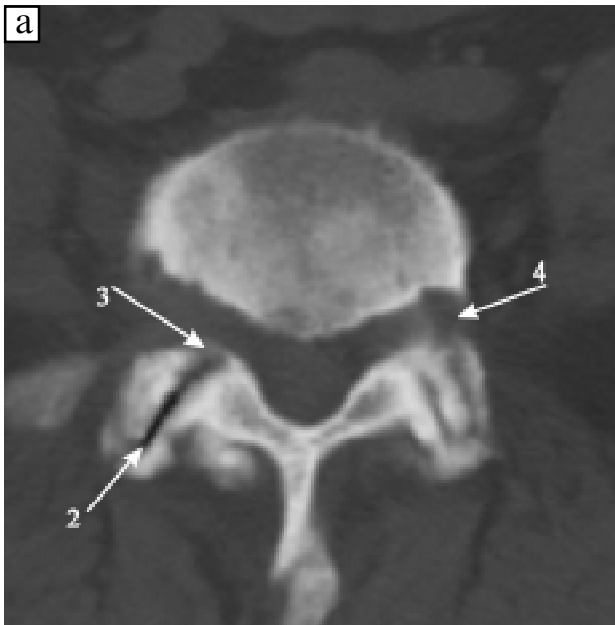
Деформівний спондилоартроз сегмента L₄-L₅ 4-го ступеня на комп'ютерних аксіальних томограмах: 1 — кістоподібна перебудова структури суглобових відростків, 2 — наявність «вакуум-феномена», 3 — скостеніння жовтих зв'язок, 4 — звуження фораменального отвору
